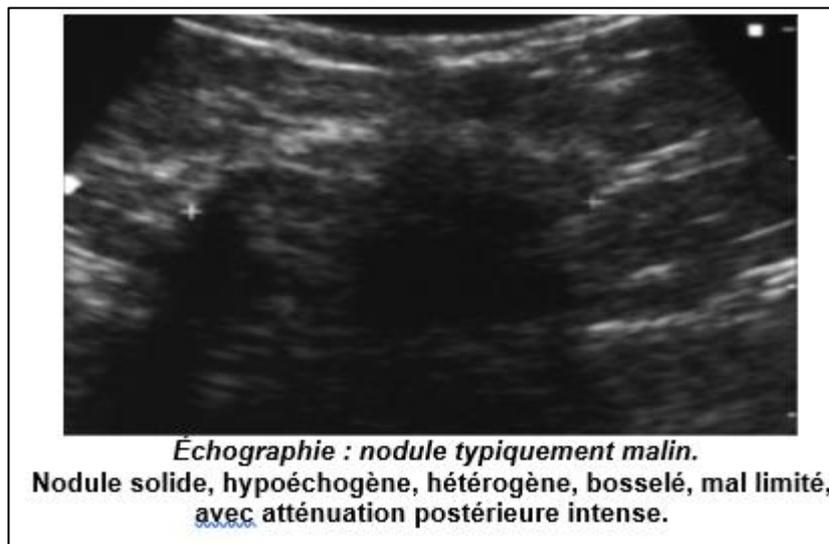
échographie, nodule typiquement malin (55)
